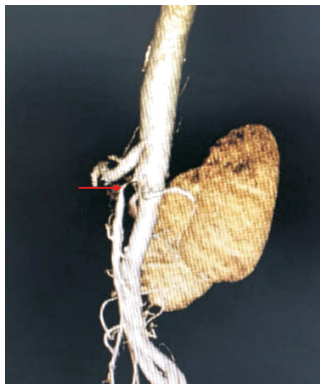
术前 CTA 显示肠系膜上动脉重度狭窄(箭头所示)
